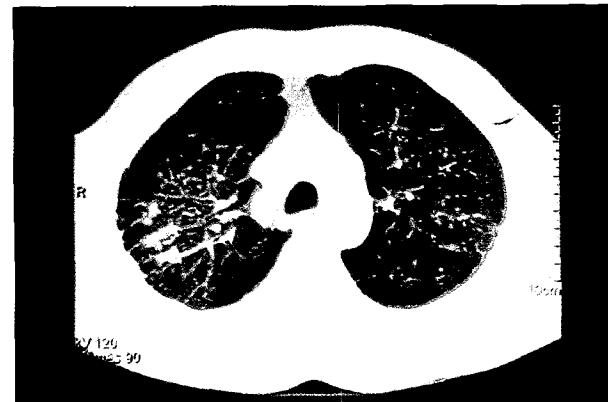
Chest CT shows tiny nodules scattered in both lung fields and thick linear densities in right upper lobe.
